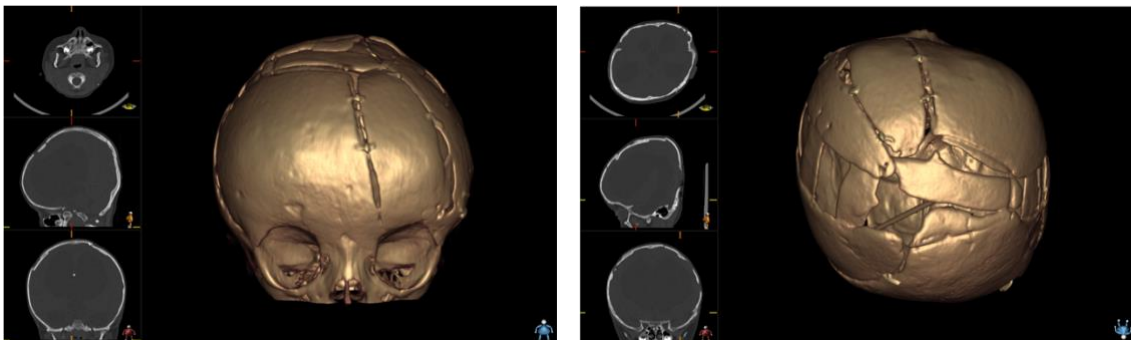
Reconstrução 3D da Tomografia Computorizada Crânio-Encefálica 12 meses após a cirurgia
